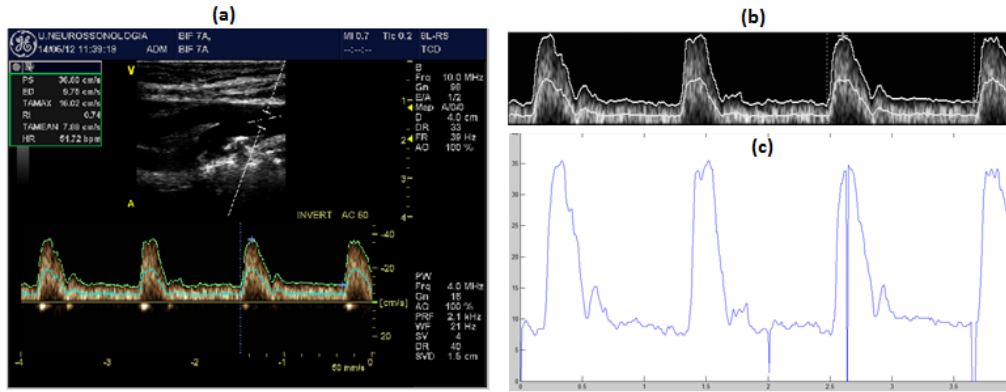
Obtenção do perfil de Womersley: (a) imagem Doppler PW à entrada da CCA; (b) corte da envolvente de velocidades; (c) obtenção da função de velocidades
